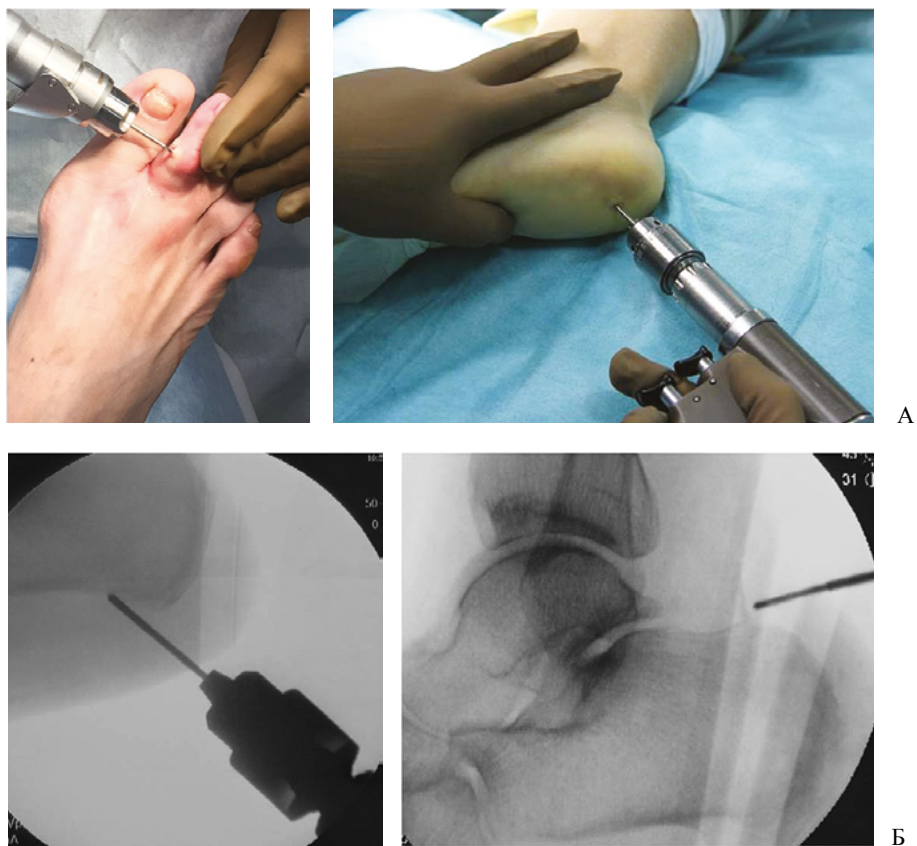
Чрескожная хирургия стопы: А — техника операций на переднем и заднем отделах стопы; Б — рентгенограммы процесса мини-инвазивного устранения плантарного фасциита (слева) и деформации Хаглунда (справа)
